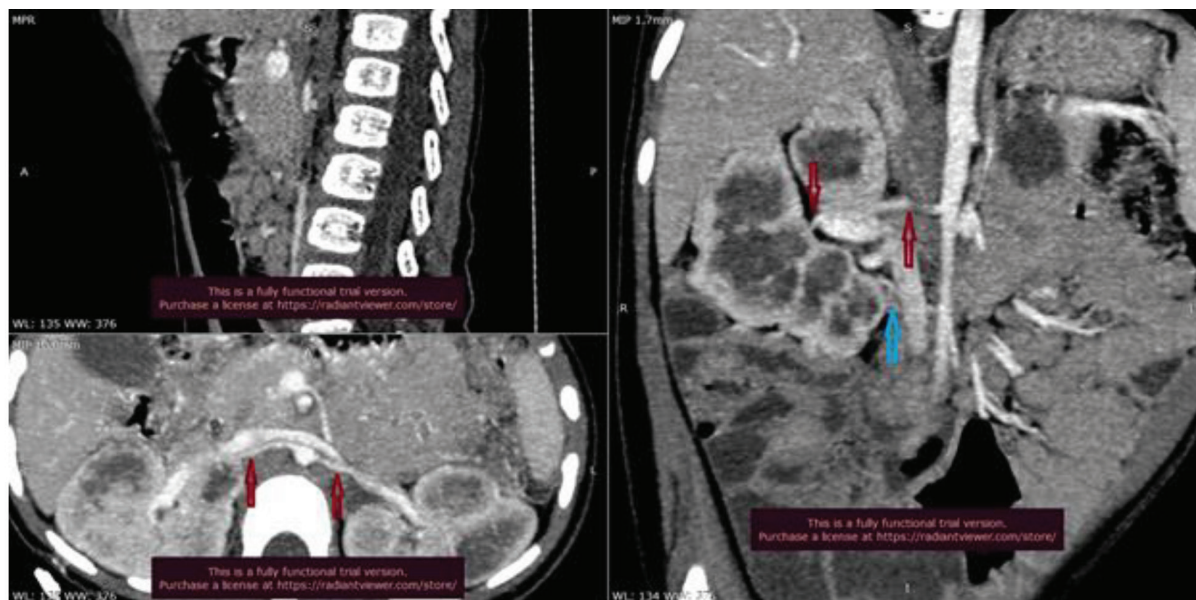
Дівчинка М., 2 роки. Мультипланарна реконструкція КТ. Пізня артеріальна фаза. Подвоєння судин правої нирки
